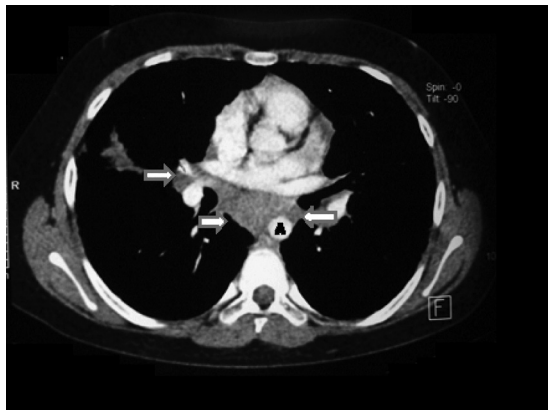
TC Tórax: Observamos la ventana para mediastino fase de contraste, en la cual se observan imágenes con densidad de tejidos blandos, bien delimitadas de bordes regulares, localizadas en regiones subcarinales, paraaórtica y parahiliares. (Flechas) (A= Aorta descendente).
